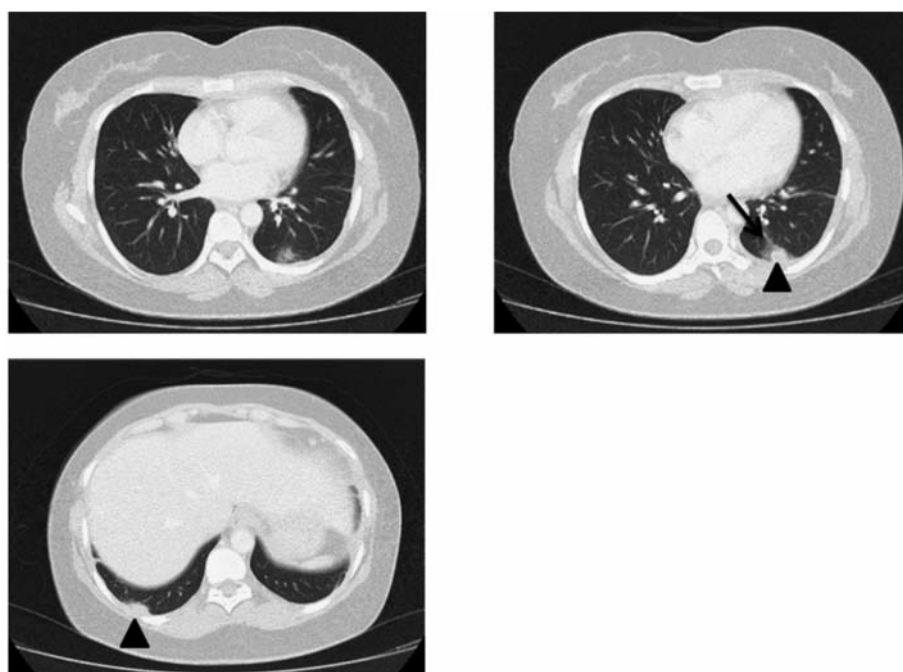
入院時胸部造影 CT；両側肺底部背側 (S10) に 15mm 大の結節影 (▲)、左結節の周囲にスリガラス影を認めた (↑)。
